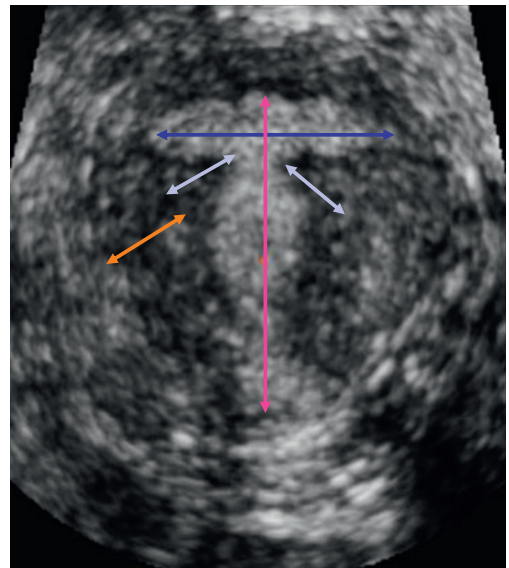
Mesure échographique préopératoire.
